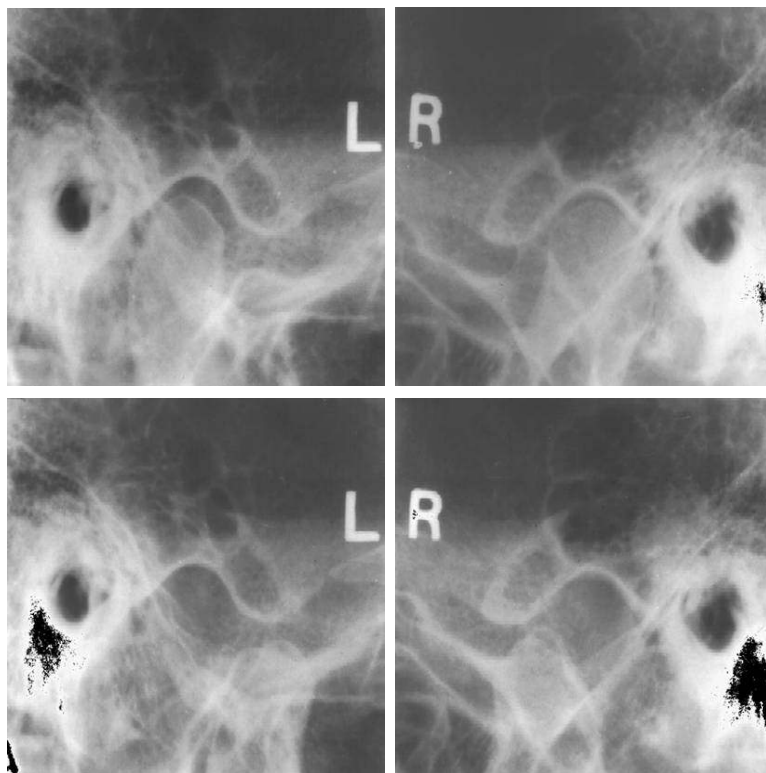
방사선사진 분석(1); 환자의 양측 과두가 관절와의 후상방벽 쪽으로 밀려나 있는 소견(상단)을 보이고 있으나 하악의 기능에는 별다른 이상이 없는 것으로 사료된다(하단).
